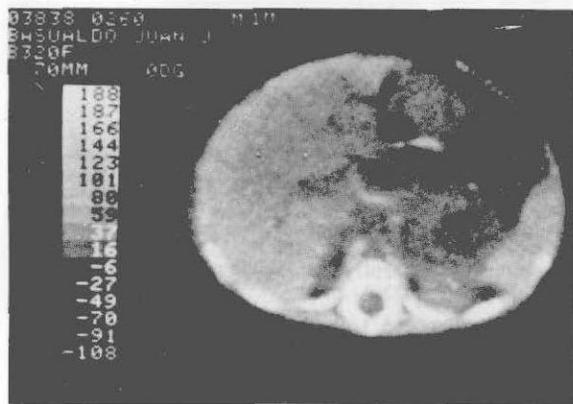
La TAC permite diferenciar el tumor con densidades heterogéneas e imágenes cálcicas en su interior.
